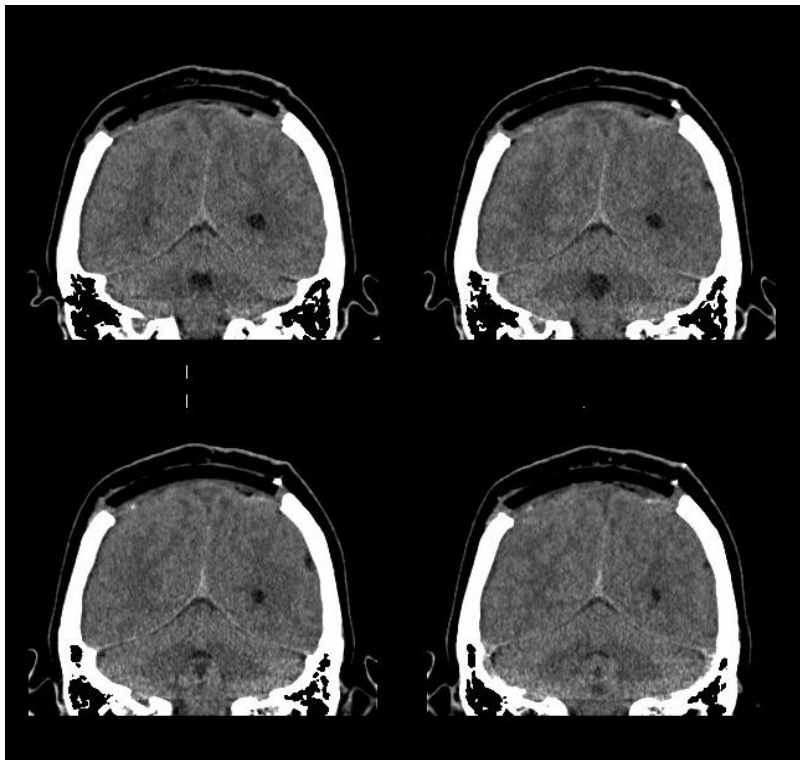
Postoperatives CT
